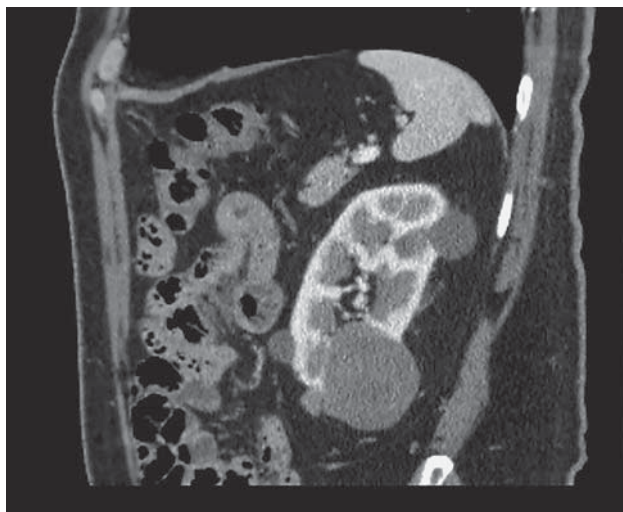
КТ-изображение кистозных опухолей левой почки, венозная фаза.
